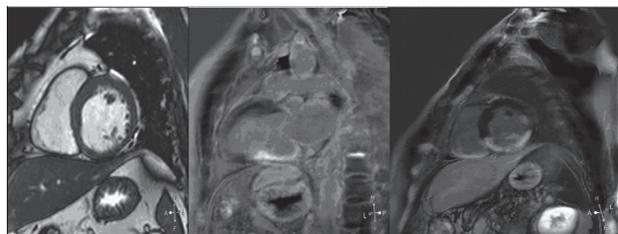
МРТ. Трансмуральный инфаркт задней стенки левого и правого желудочков. Истончение задней стенки базальных и средних отделов ЛЖ. Трансмуральное отсроченное накопление контрастного вещества в задних стенках ЛЖ и ПЖ — рубцовые изменения
